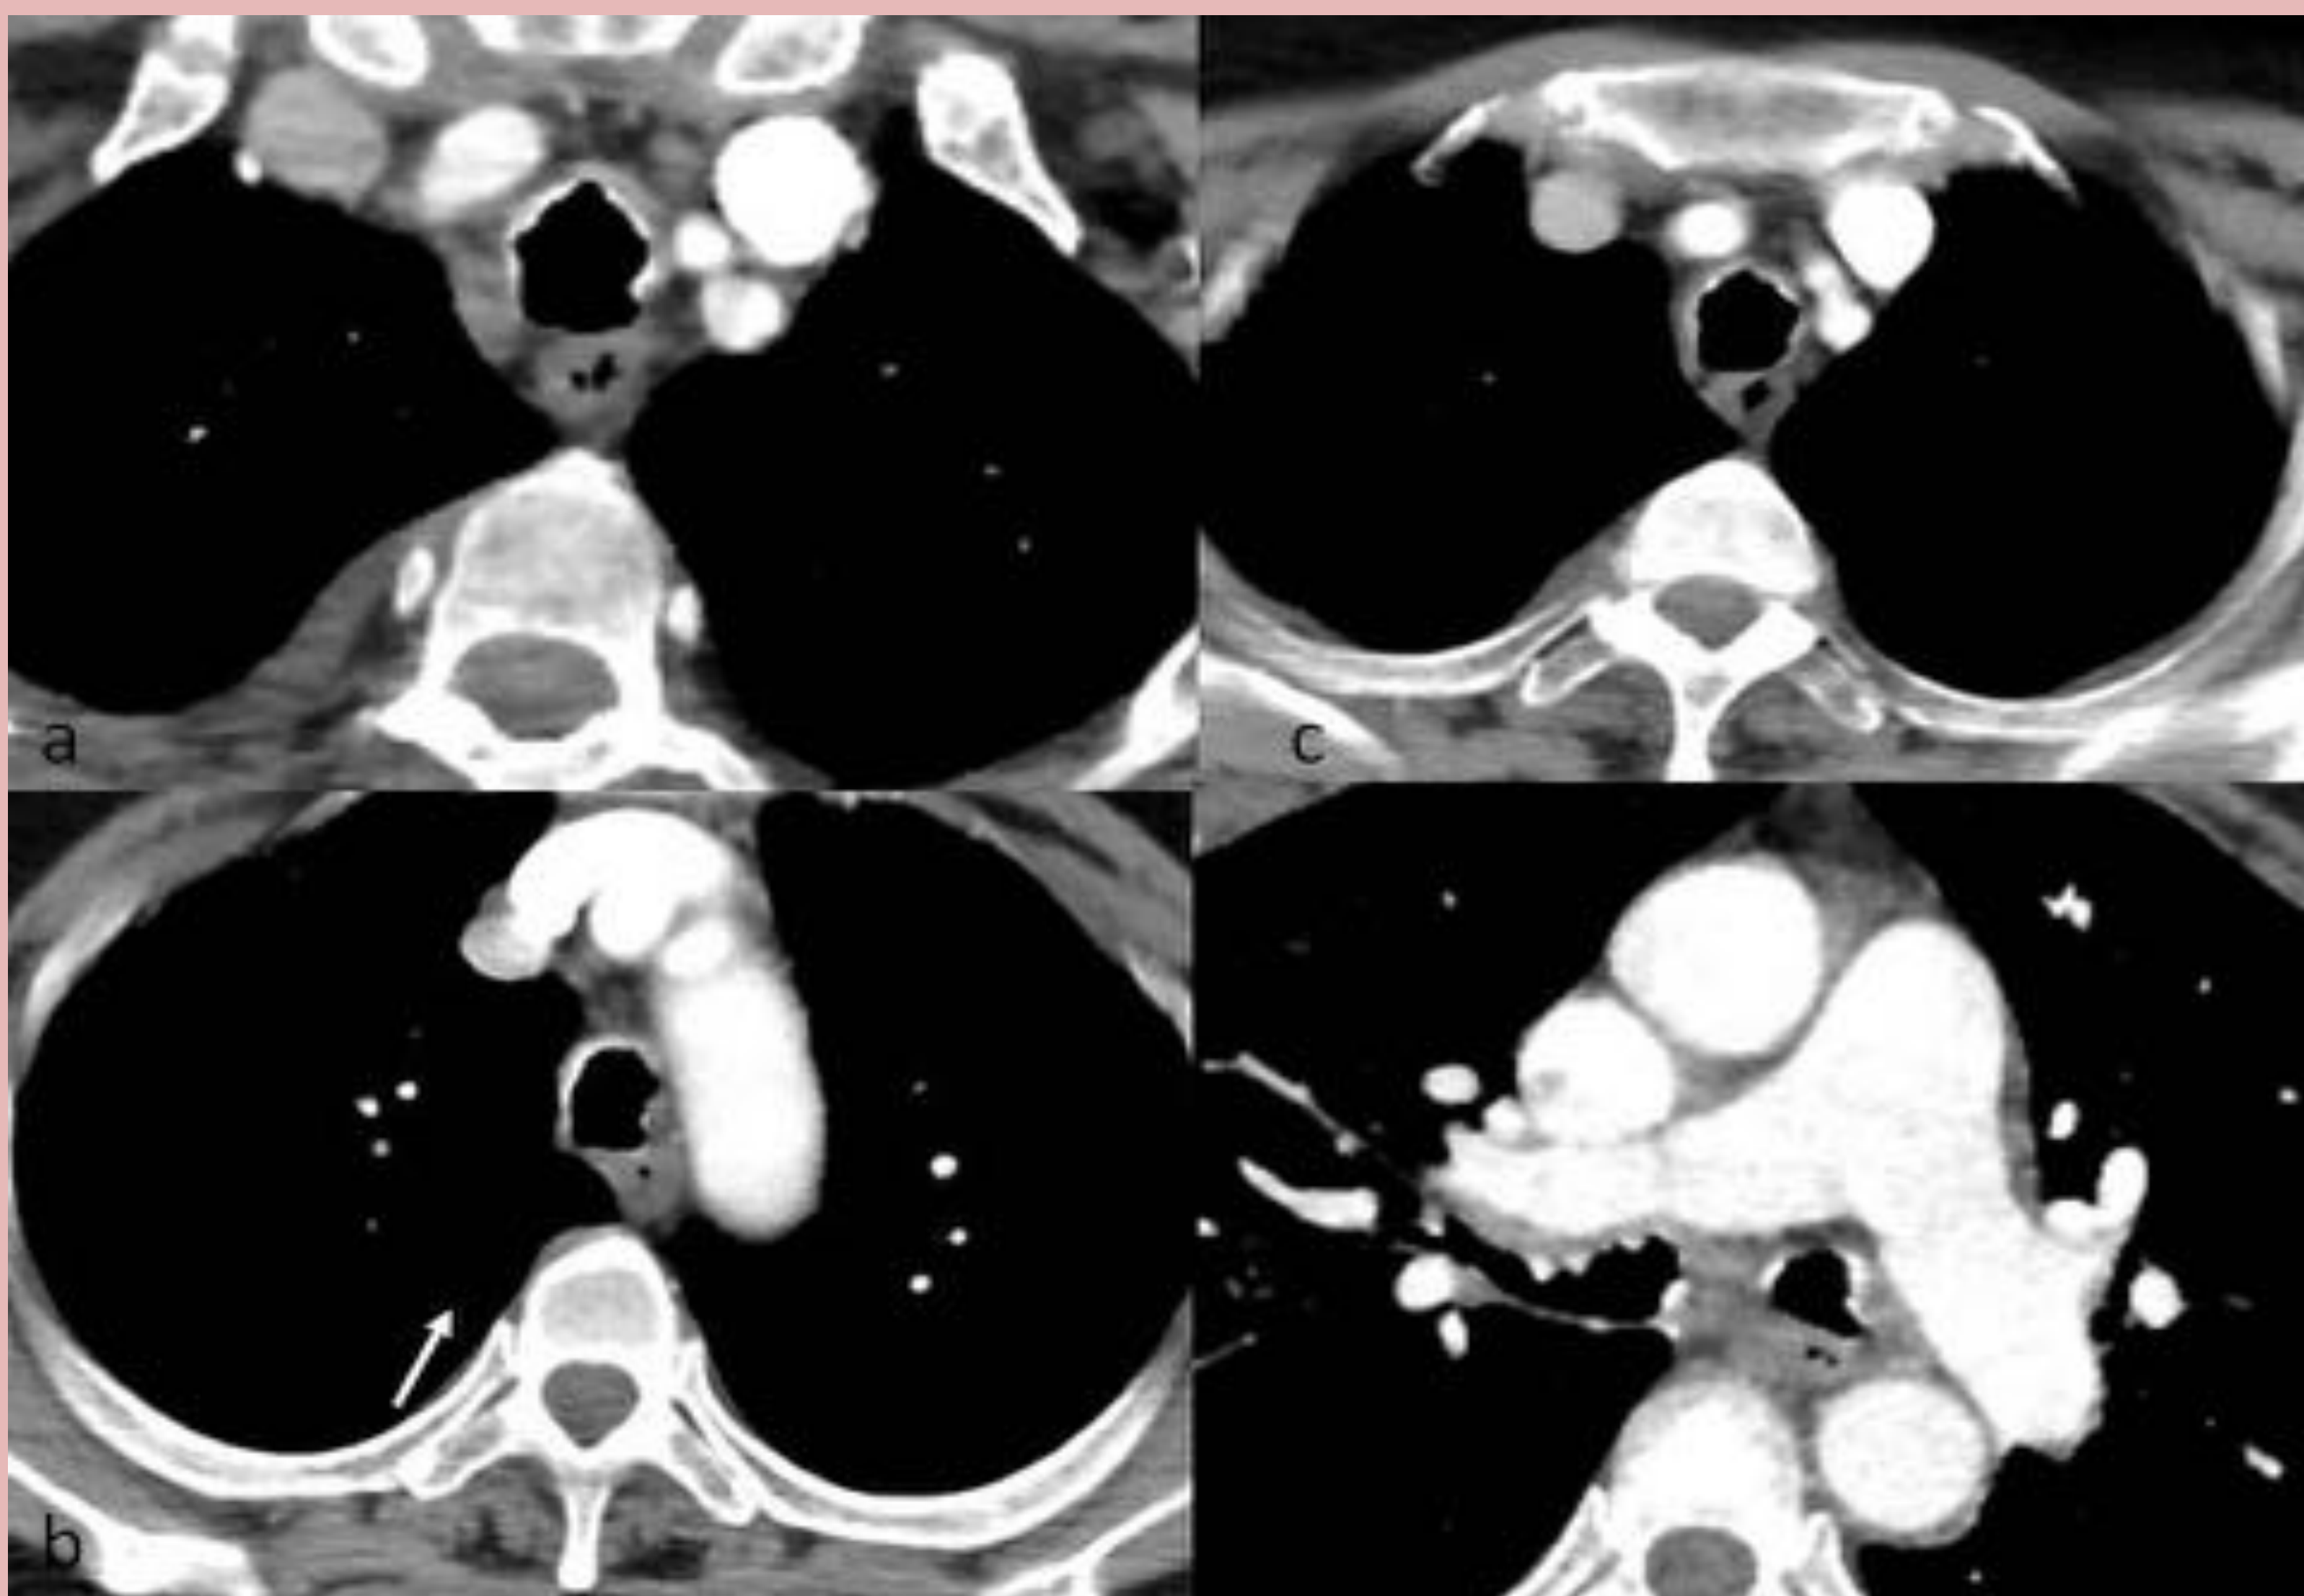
Paciente con neumonías de repetición y hemoptisis al que se realiza TC de tórax con contraste iv. Imágenes axiales en ventana mediastino de superior a inferior, donde se aprecia la irregularidad de la pared de la tráquea y los bronquios principales, con engrosamiento leve de la misma y formaciones micronodulares que respetan la membrana posterior traqueal en todo momento. La broncoscopia confirmó posteriormente el diagnóstico de traqueobroncopatía osteocondroplásica generalizada sin claras estenosis de la vía aérea. Véase figura siguiente.
